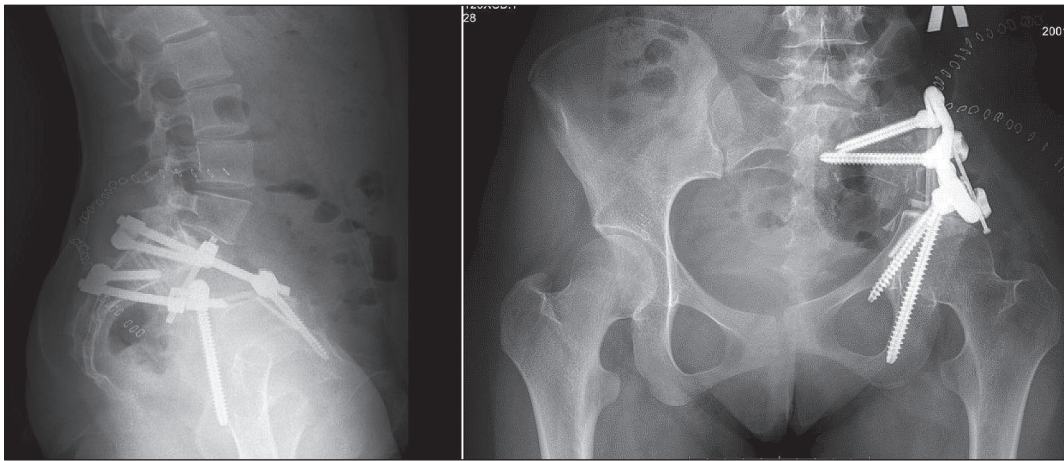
Рентгенография костей таза с установленной индивидуальной титановой стабилизирующей системой
